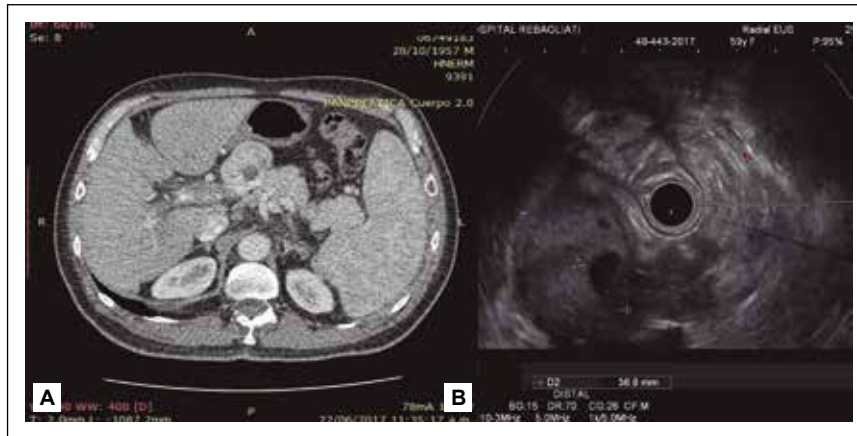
A) Tomografía: tumoración adyacente a cabeza de páncreas. B) EUS: lesión hipocogénica con áreas anecogénicas sugerente de degeneración quística.
